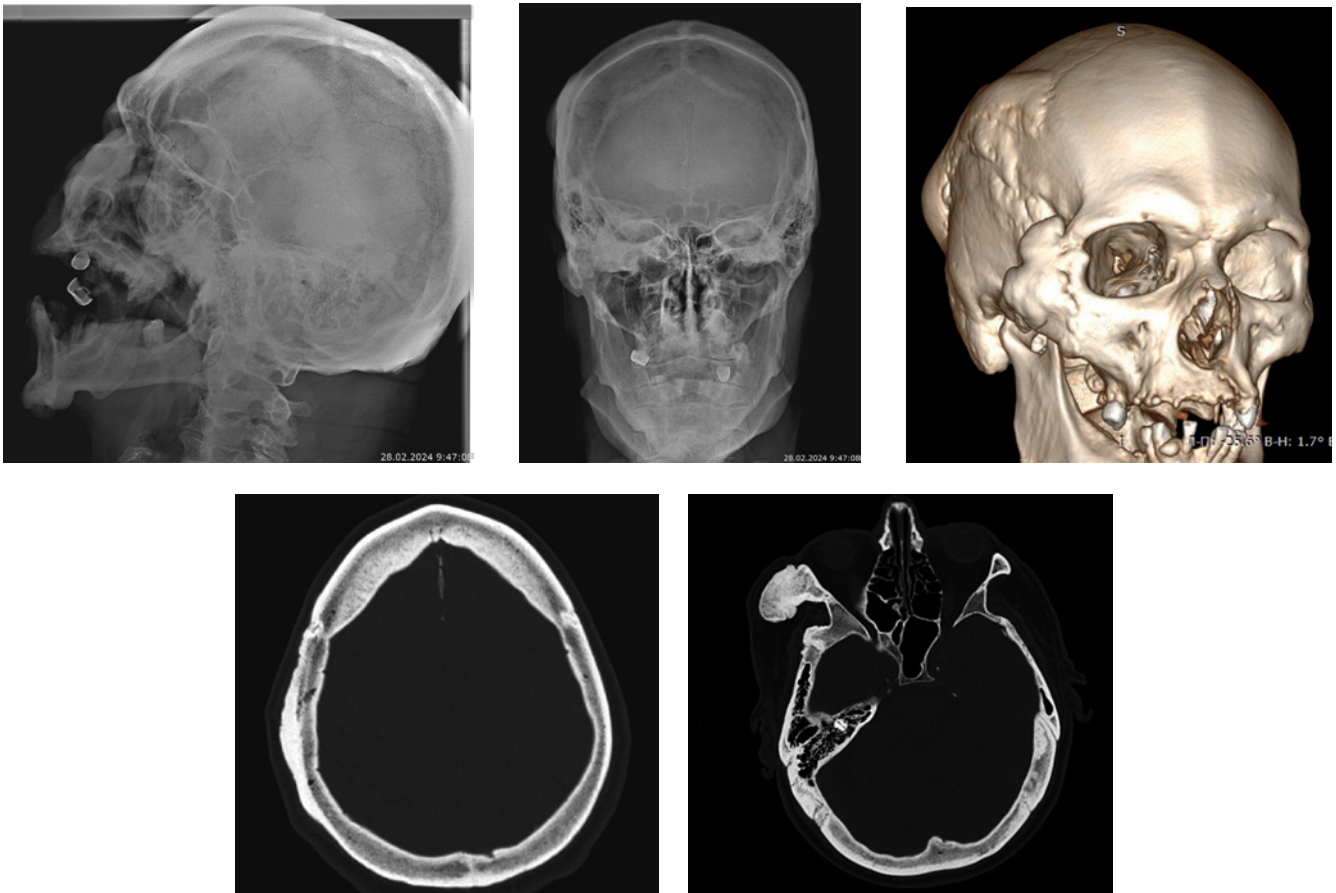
Рентгенография и РКТ черепа. Костный леонтиаз
